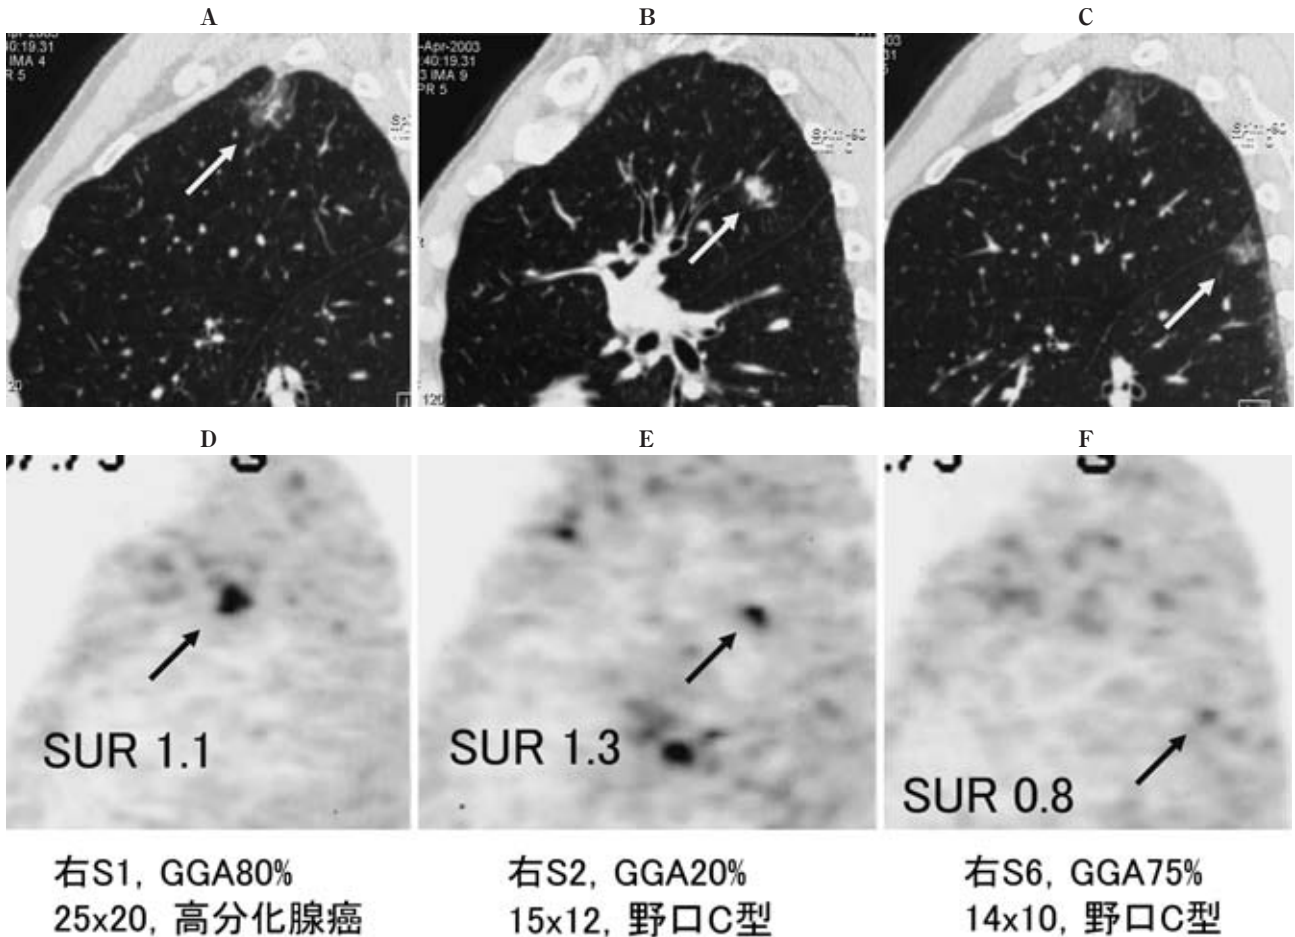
A 63-year-old man with an adenocarcinoma with mixed subtype and two Noguchi C type adenocarcinomas. CT shows two nodules with GGA areas (GGA area of 80% and 20%) in the right upper lobe and a nodule with a GGA area of 75% (A, B, C). FDG-PET revealed mean SURs of 1.1, 1.3 and 0.8 in each lesion (D, E, F). The smaller lesion with lower percentage area of GGA shows a relatively higher uptake than most GGA lesions. Partial volume effect, counter recovery effect, low uptake nature, and low tumor cell density can be the cause of decreased accumulation in small nodules and GGA containing lesions.
